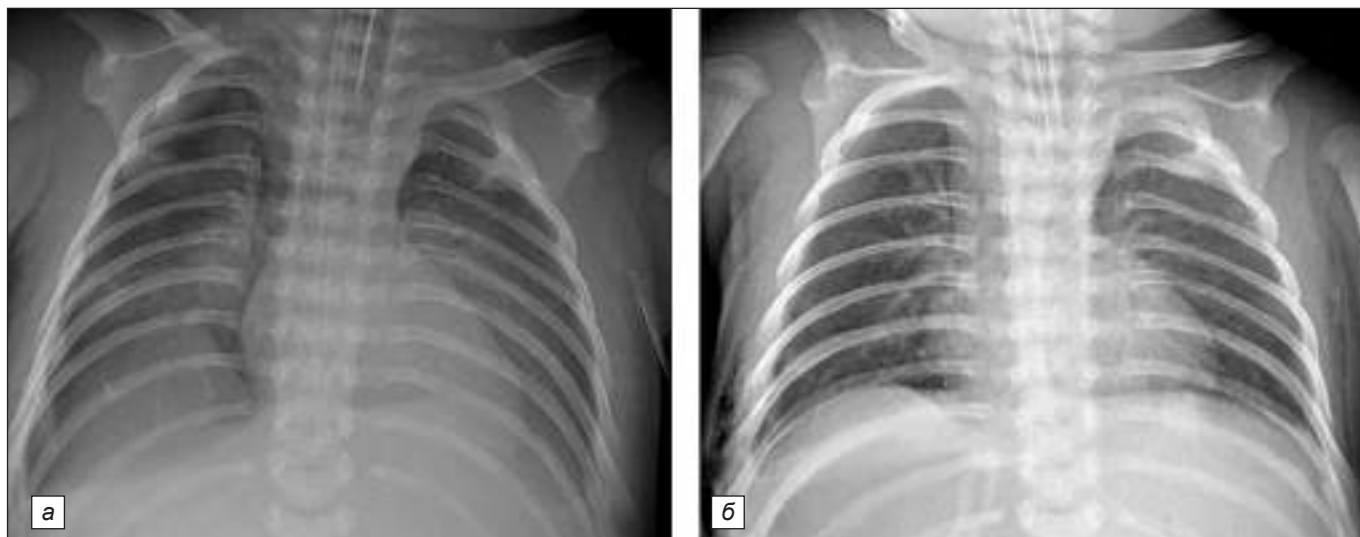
Обзорная рентгенография органов грудной клетки через 1 сутки после второй операции (а) и перед выпиской из стационара (б) пациентки С.
